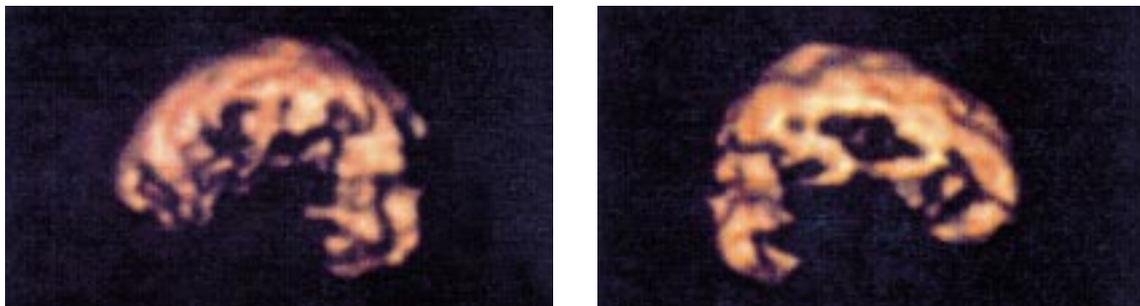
Dreidimensionales PET mit linker (links) und rechter (rechts) lateraler Seitenansicht der Gehirn-Oberfläche, nach signifikanter neurotoxischer Exposition, die mehrere Jahre bis Januar 1998 andauerte. Der Scan wurde im Februar 1998 gefertigt.
